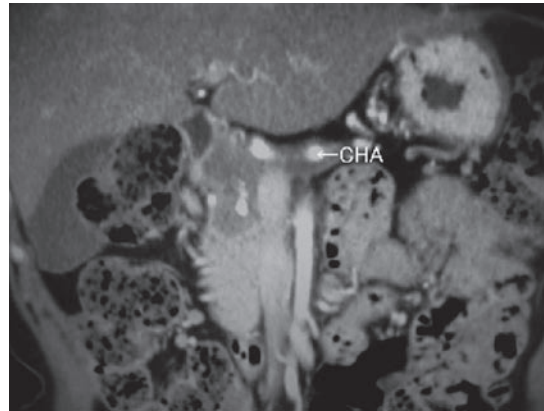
膵頭部癌の CT (MPR 像) 膵頭部癌と総肝動脈 (CHA) が接しており、さらに CHA 周囲まで連続するように低濃度領域を認める。
